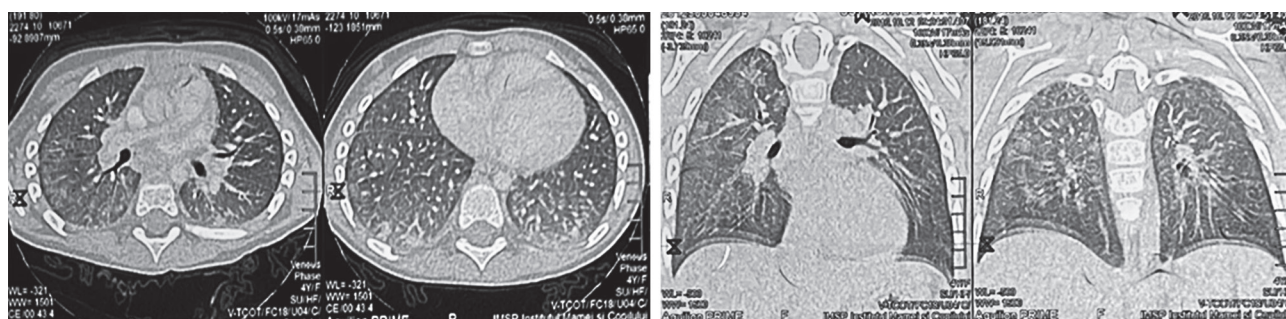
CT pulmonar 12/10/2016 (descriere în text)
